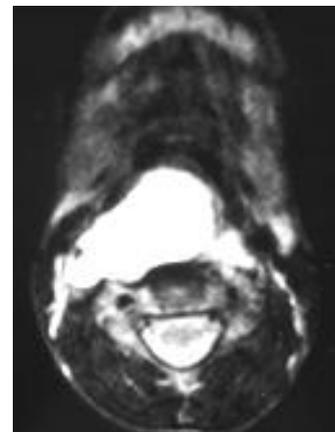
IRM cervicale (coupe axiale) en pondération T2 : collection rétropharyngée en hypersignal.
